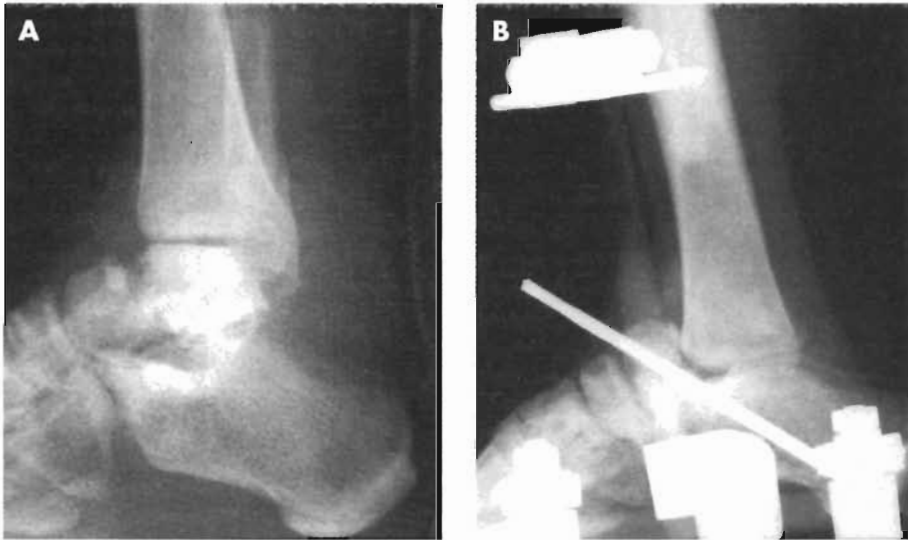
A. Radiografía lateral preoperatoria de una fractura abierta del cuello del astrágalo con una fistula abierta medialmente hacia el tobillo. B. Radiografía lateral tras la artrodesis tibiocalcánea. Nótese cómo se ha aproximado el cuello del astrágalo a la tibia anterior, que previamente había sido decorticada para facilitar la artrodesis a dicho nivel. C. Radiografía lateral tras la retirada del fijador externo. Nótese la artrodesis tibiocalcánea conseguida (unión fibrosa asintomática entre cuello del astrágalo y la parte anterior de la tibia).
